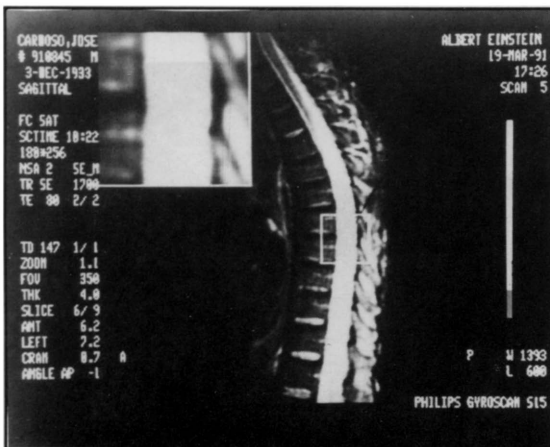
Ressonância magnética de coluna dorsal apresentando, no interior da medula espinhal, imagem de hipersinal em T2 que se prolonga aos segmentos de D3 a D11, compatíveis com lesão isquêmica ou inflamatória.
